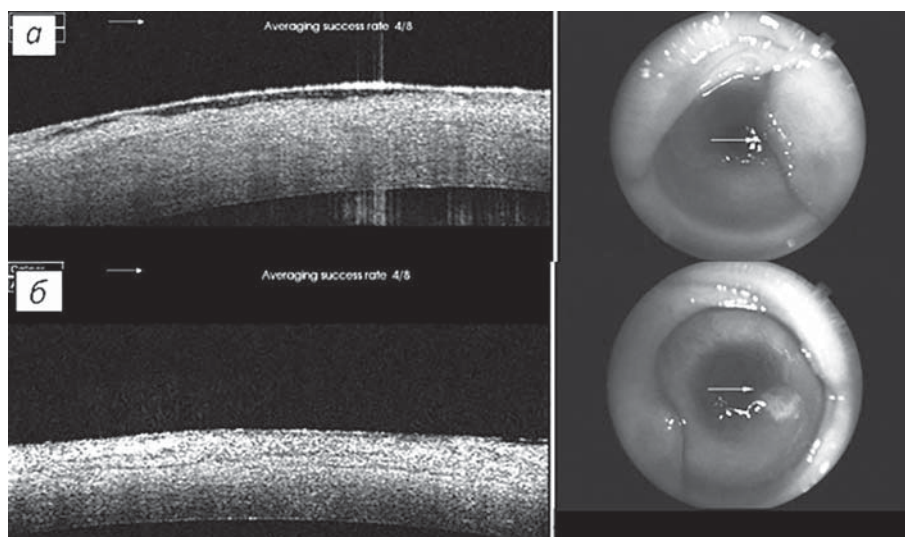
Сравнительная оптическая когерентная томография на 30-е сутки эксперимента: а — контрольная группа; б — основная группа
